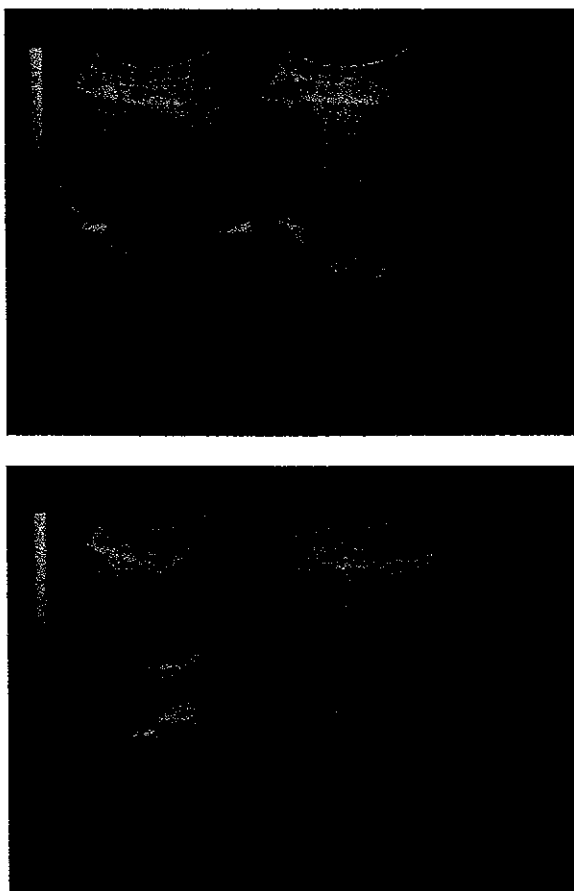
Ecografía uterina en cortes longitudinal y transverso de una paciente de 21 años, con amenorrea de 7 semanas y sangrado transvaginal escaso, HCG 221,551.0 mUI/ml. A. tamaño uterino aumentado para la edad de gestación. B. masa eco-génica que ocupa la cavidad uterina con pequeñas imágenes quísticas.
